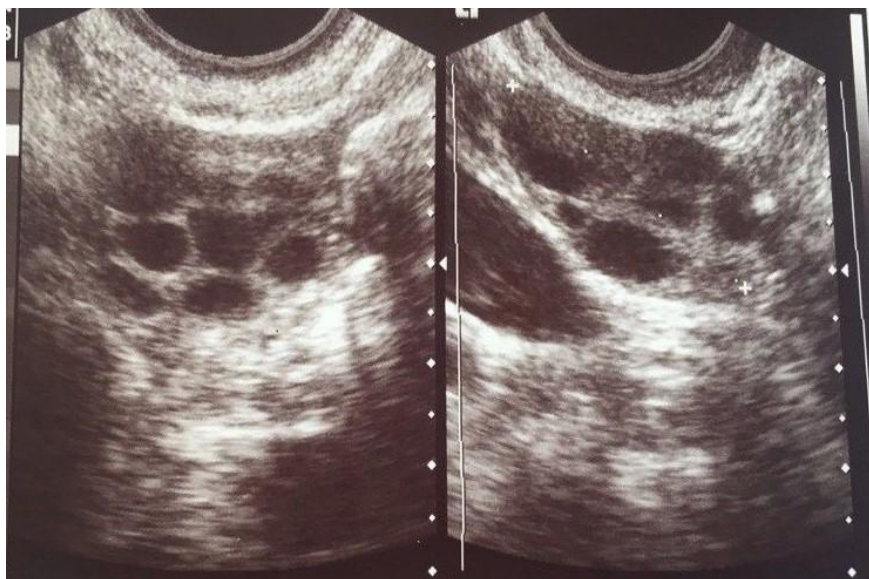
УЗИ ОМТ. Поликистозная структура яичников (указана стрелкой)
